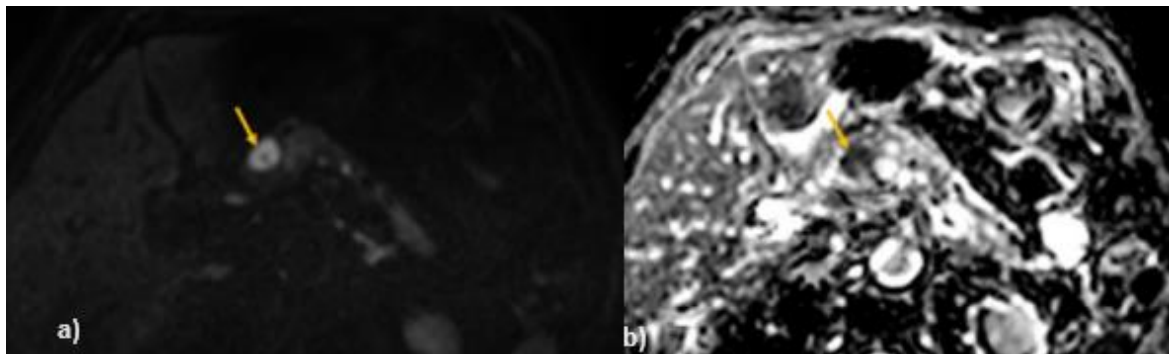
Adenocarcinoma Pancreático em imagens de DWI a) b1000 s/mm² b) mapa ADC (42)
